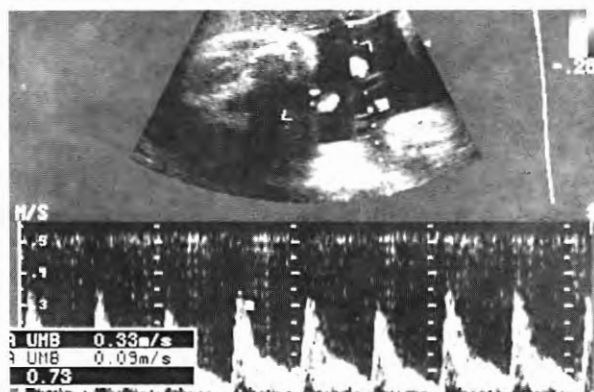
Flujometría Doppler de arteria umbilical
